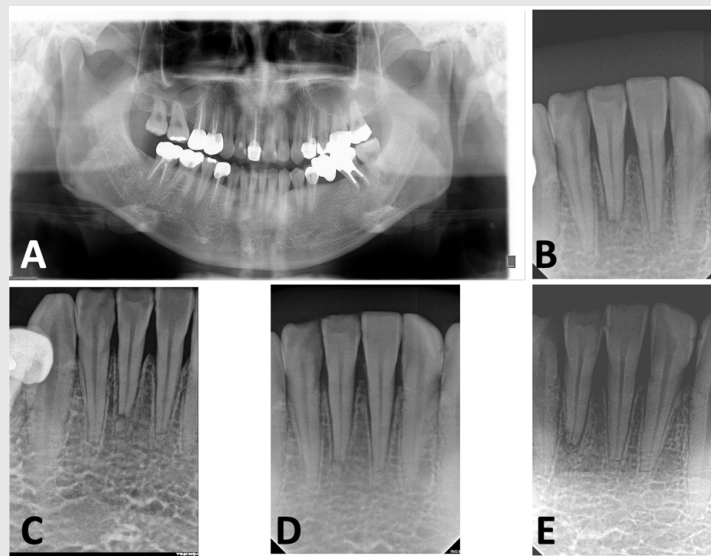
초진 방사선 사진에서 #31,41 치아의 치근단 부위 치근파절 관찰됨(A and B). 주기적인 추적관찰시 촬영된 구내방사선 사진 (C: 4개월, D: 12개월, E:18개월)
